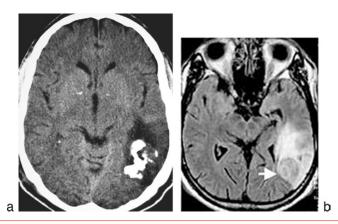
Oligodendrogliome anaplasique temporo-occipital gauche avec calcifications intratumorales sur le scanner (image a) et prise de contraste hétérogène sur la séquence FLAIR de l'IRM (image b).
